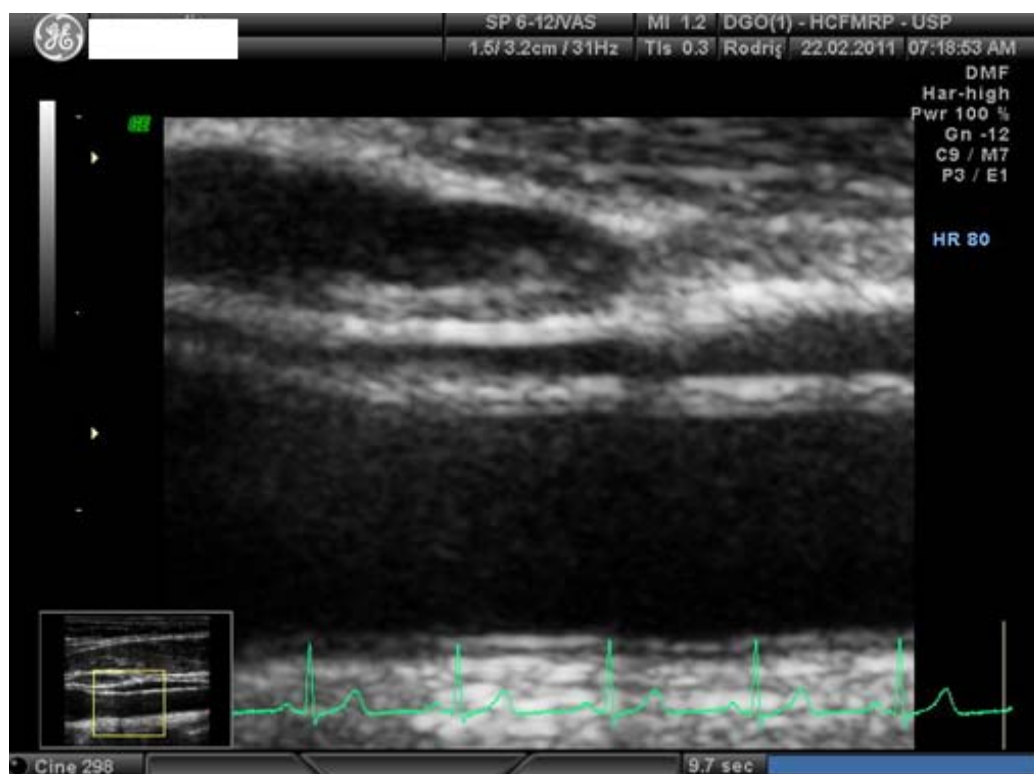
Ultrassonografia da carótida próxima ao bulbo.
